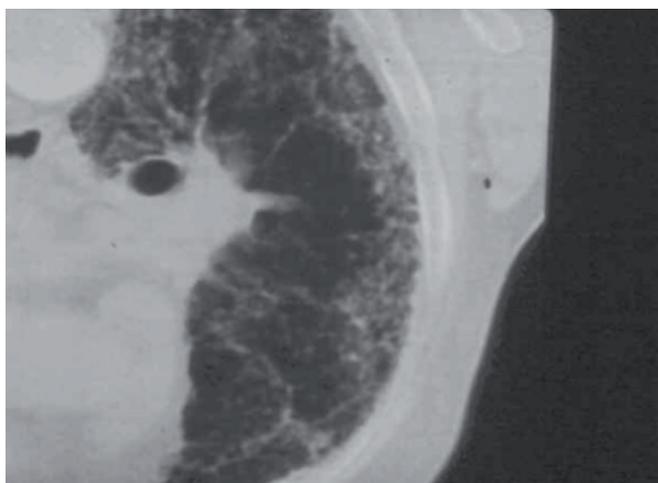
Panalización con bronquiectasias de tracción en tomografía computarizada de alta resolución de paciente con esclerosis sistémica.
